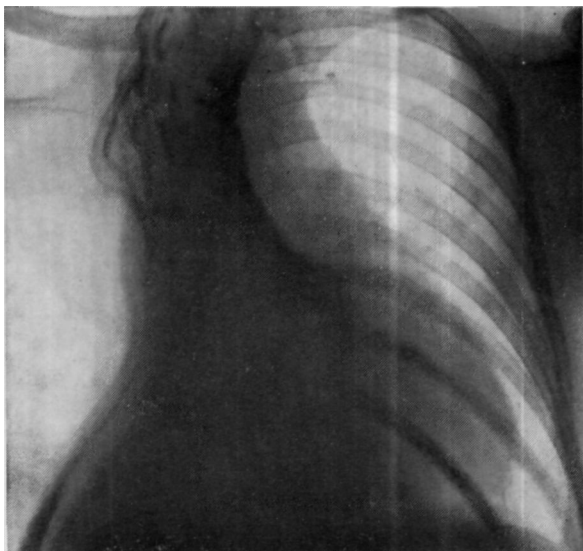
Обзорная рентгенограмма больного К. на 12-е сутки после операции трансперикардиальной окклюзии фистулы правого главного бронха.
